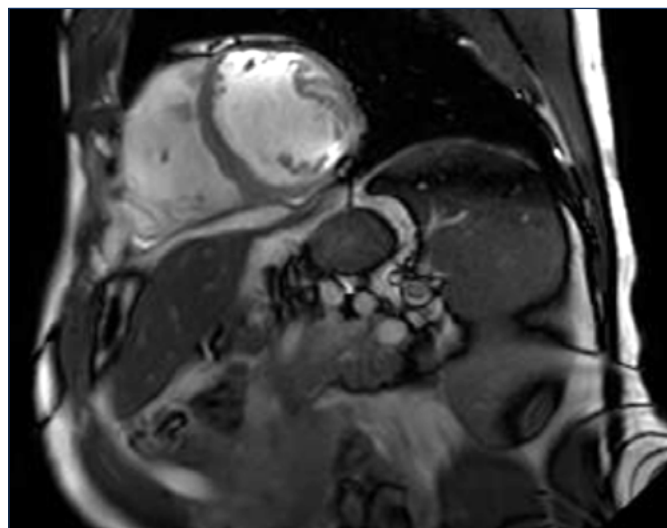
Ressonância cardíaca com aumento de trabeculações e massa não compactada/compactada em $VE > 2,3:1$.
